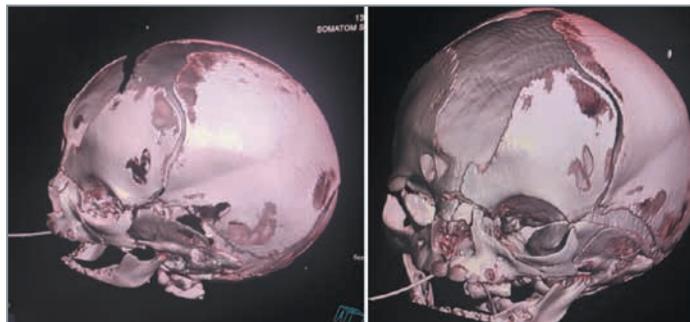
Компьютерные томограммы костей черепа пациента Б.
